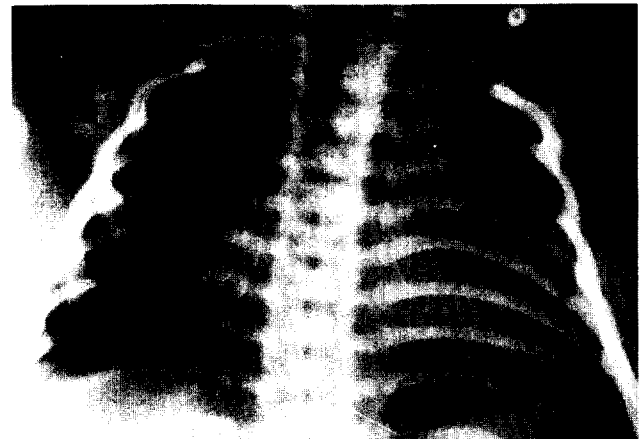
Postoperative chest X-ray(PA view).
